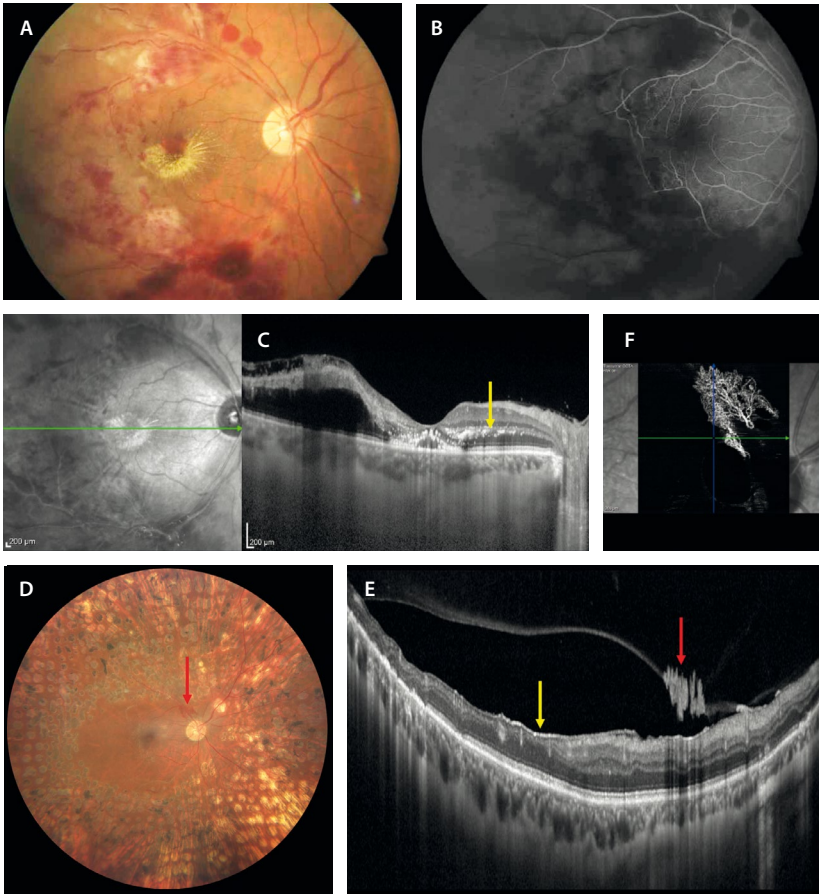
Vasculitis oclusiva por tuberculosis. A) La retinografía muestra una vasculitis con hemorragias y exudados blandos, así como exudación lipídica macular con disposición «en estrella». B) La angiografía con fluoresceína demuestra una vasculitis mixta con hipoperfusión marcada hasta la mácula. C) La tomografía de coherencia óptica detecta edema macular con puntos hiperreflectivos (flecha amarilla) en la capa plexiforme externa y a nivel subfoveal. D) La retinografía permite observar el tratamiento con panretinofotocoagulación; sin embargo, demuestra la presencia de un penacho neovascular peripapilar (flecha roja). El corte de la tomografía de coherencia óptica a ese nivel demuestra la presencia de una zona de transición (flecha amarilla, E) entre la zona isquémica, con una retina interna adelgazada, y una retina bien perfundida. La flecha roja (E) señala los neovasos prerretinianos, que se pueden objetivar en la angiografía por tomografía de coherencia óptica al segmentarlos entre la membrana limitante interna y el vítreo (F).
